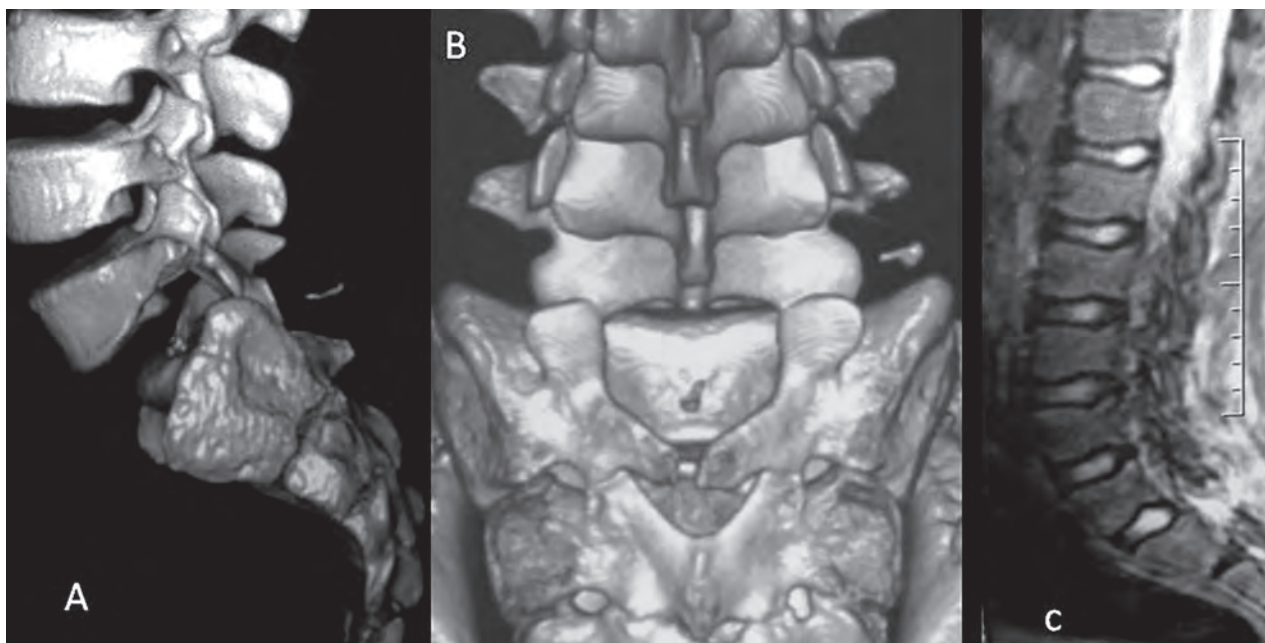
Tomografía y resonancia magnética del caso 3. Nótese en A y B la dislocación de la faceta ascendente de S1 por encima de la faceta descendente de L5. También se evidencia el defecto del cierre del arco posterior de S1. En C se puede ver el daño de tejidos blandos músculo-ligamentarios posteriores en la región lumbosacra.
